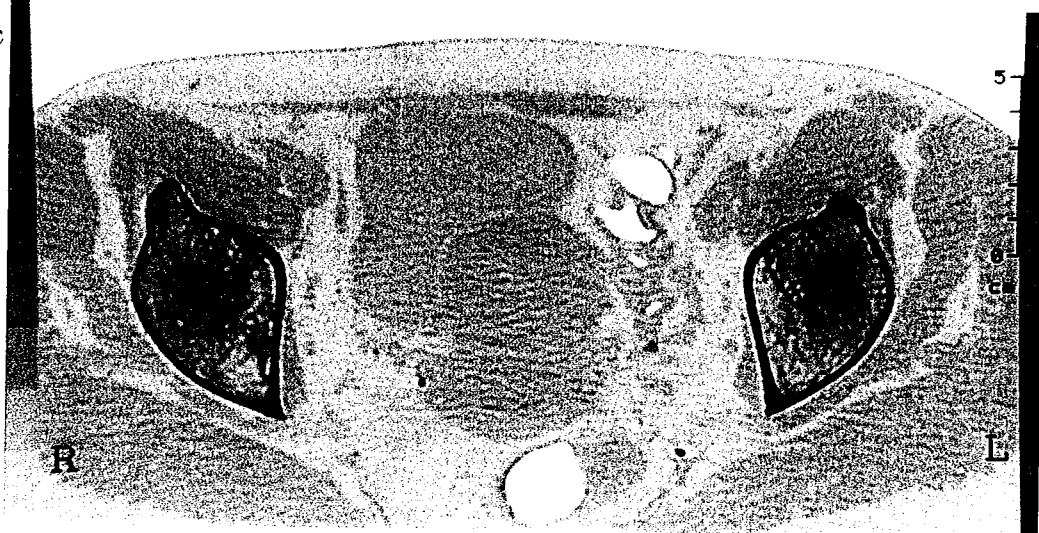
Patientte présentant des fractures par insuffisance osseuse sus-acétabulaire droite et de l'aileron sacré gauche infra-radiologiques. Celles-ci se traduisent par des hyperfixations en scintigraphie osseuse (Fig. 7 a), et par des zones de condensation au scanner du bassin en fenêtre osseuse (Fig. 7 b et 7 c) correspondant aux cals fracturaires.
